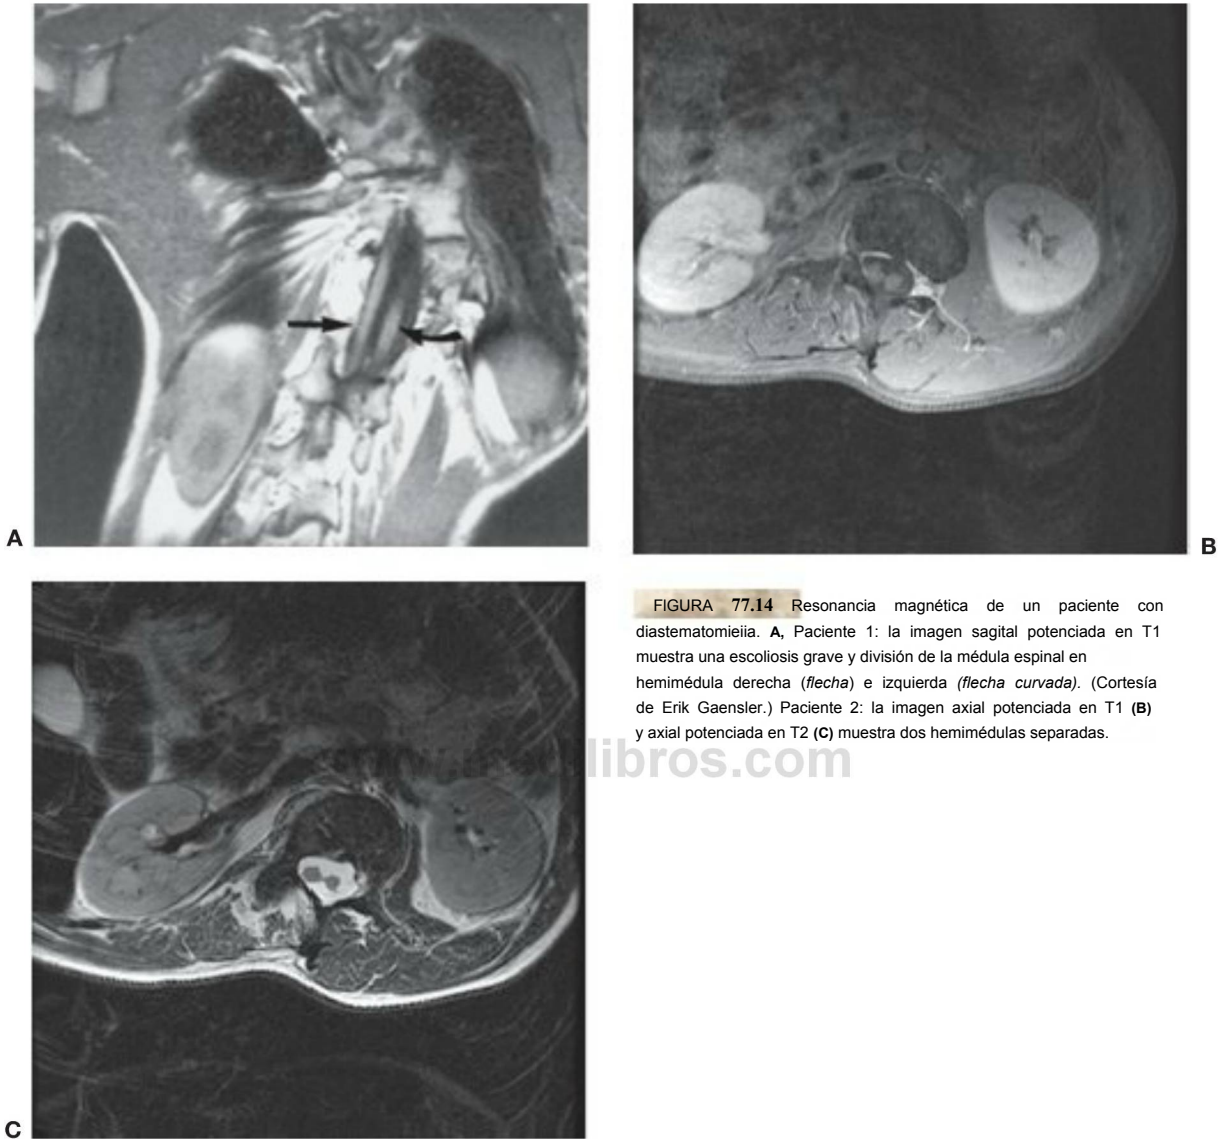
Resonancia magnética de un paciente con diastematomielia. A, Paciente 1: la imagen sagital potenciada en T1 muestra una escoliosis grave y división de la médula espinal en hemimédula derecha (*flecha*) e izquierda (*flecha curvada*). (Cortesía de Erik Gaensler.) Paciente 2: la imagen axial potenciada en T1 (B) y axial potenciada en T2 (C) muestra dos hemimédulas separadas.
